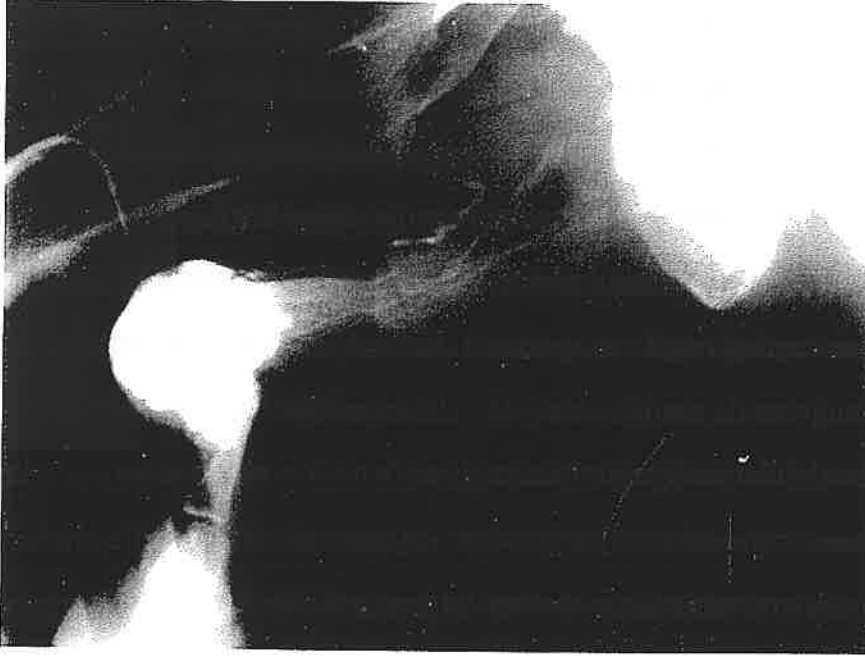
Retrograd üretrografide bulböz üretra lokalizasyonunda 5 mm uzunlukta dar segment mevcuttur. Spongiyozografide ise spongiyofibrozis izlenmemektedir. Hastaya endoskopik internal üretrotomi uygulanmış olup, bir yıllık izlemde tam iyileşme gözlenmiştir.
